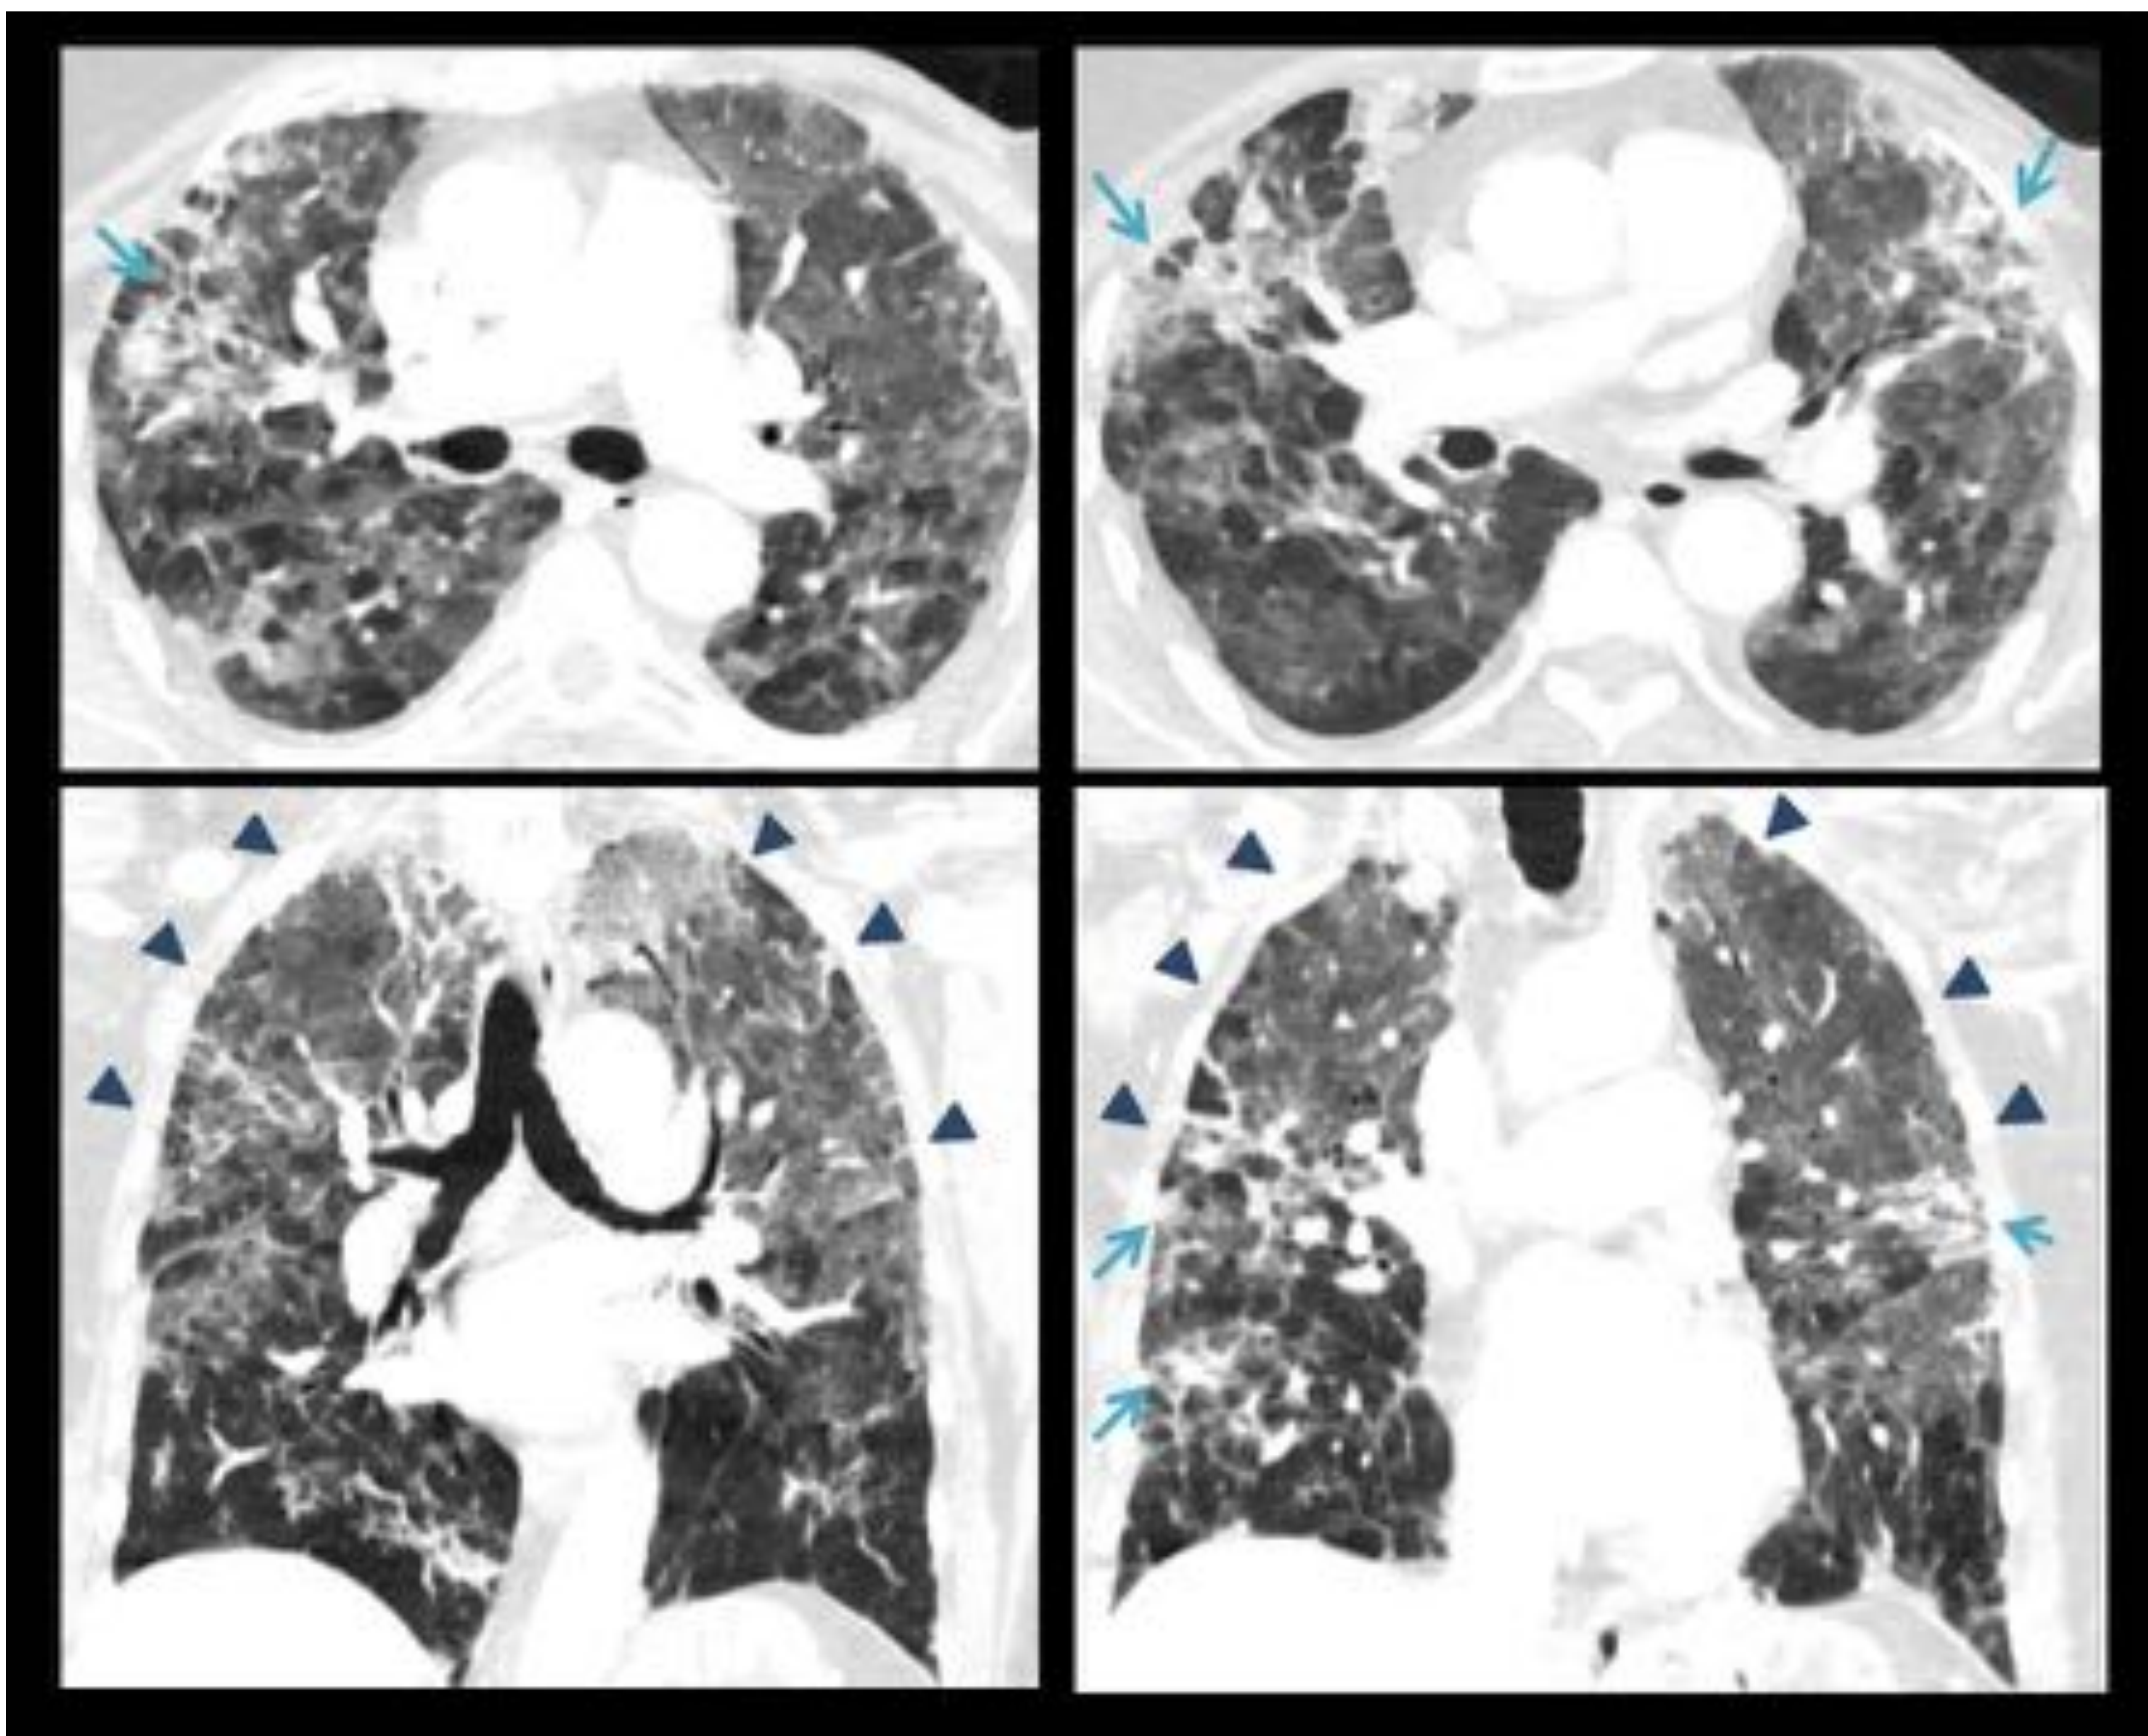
Neumonía intersticial aguda. TC de tórax, con cortes coronales y axiales en ventana de pulmón. Extensa afectación parenquimatosa bilateral con opacidades en vidrio deslustrado multifocales de predominio en lóbulos superiores (cabezas de flecha), con tendencia a la consolidación (flechas) en una mujer de 89 años que acudió a Urgencias por disnea progresiva de días evolución, sin foco infeccioso aparente.
